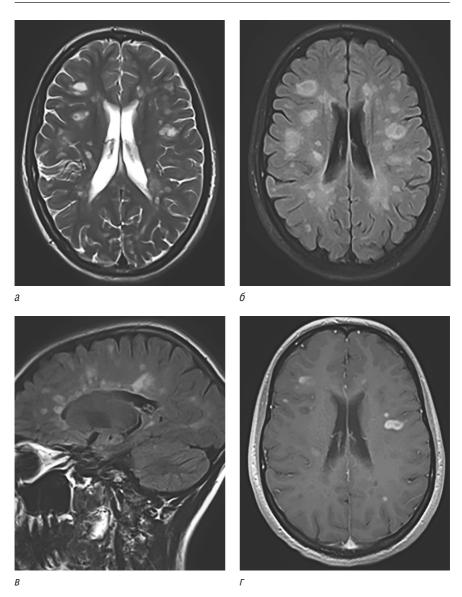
МРТ головного мозга пациента с рассеянным склерозом: a — режим T2; δ — T2FLAIR; B — T2FLAIR в сагиттальной проекции; r — T1 после введения контрастного вещества
